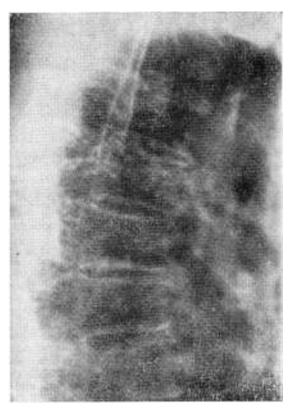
Radiografía de perfil de columna dorsal.
